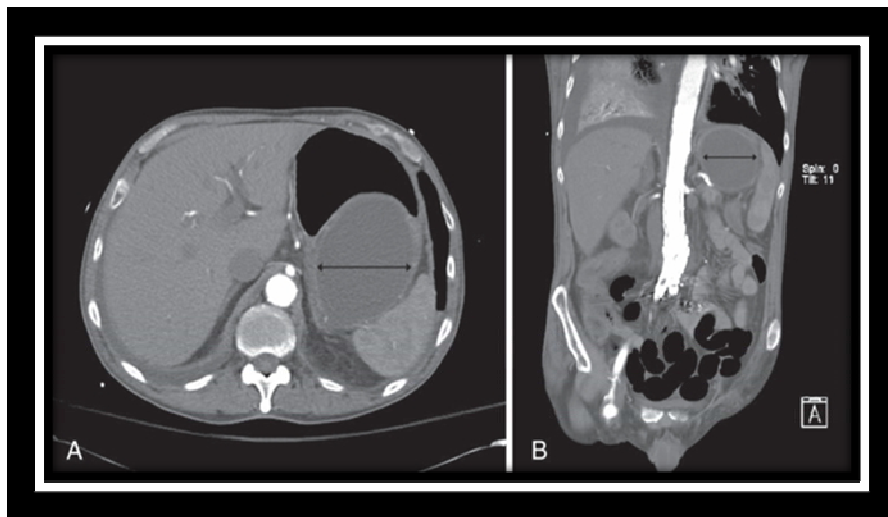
Sections transversale (A) et longitudinale (B) tomographique avec injection intraveineuse de contraste au niveau abdominal montrant une masse homogène de la partie postéro-inférieure de l'estomac. On note que la masse ne communique pas directement avec l'aorte (hématome intramural gastrique). [61]
